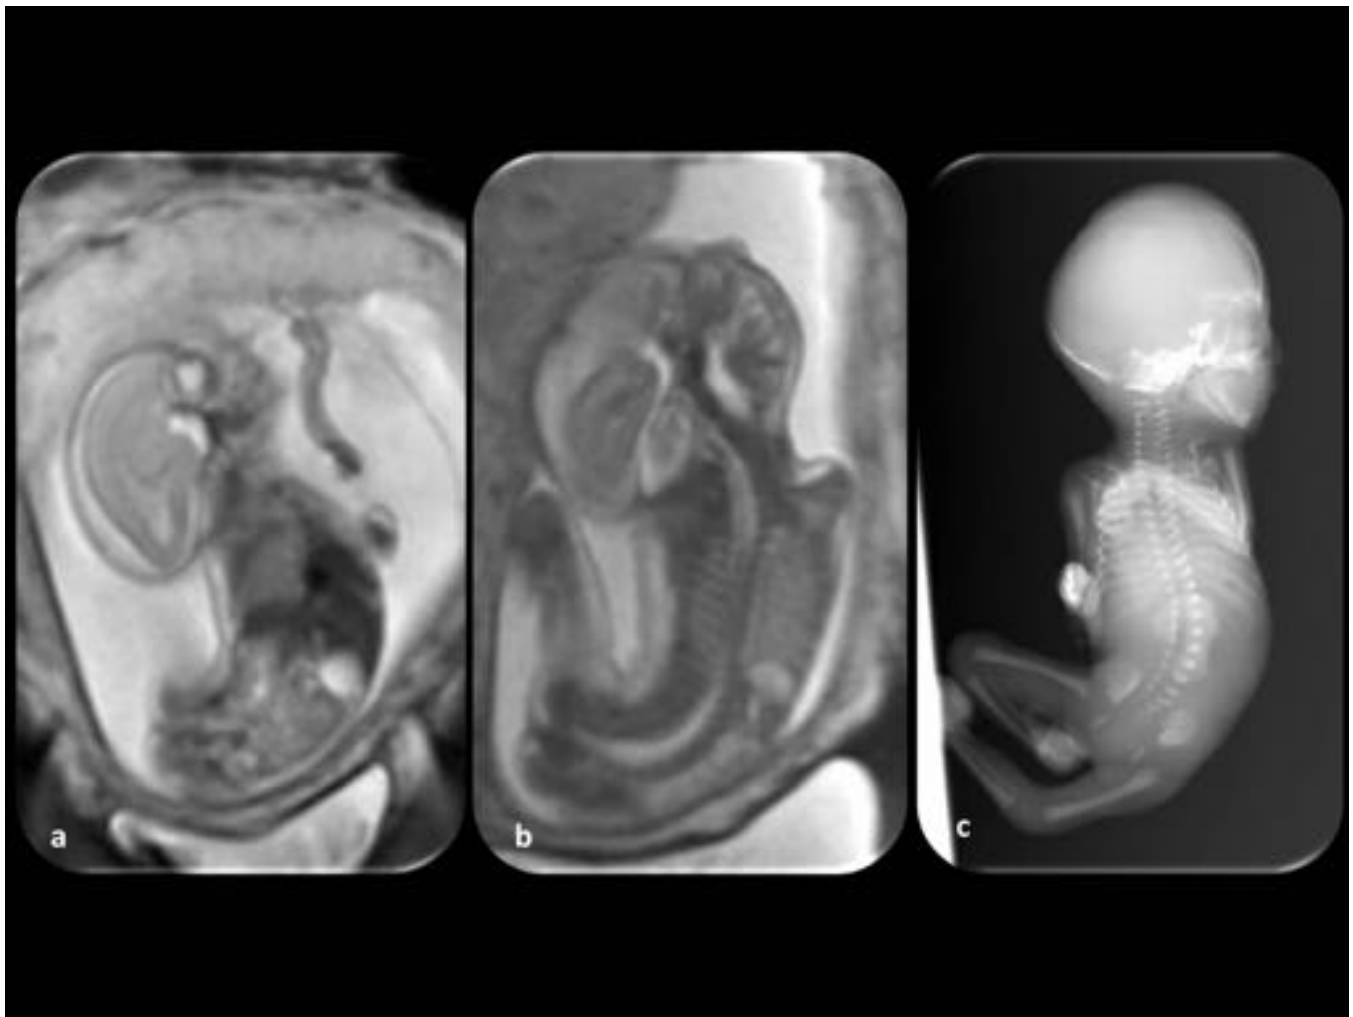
Síndrome de banda amniótica. Feto de 21 semanas de gestación. (a y b) Corte coronal fetal: obsérvese gran deformidad torácica y marcada escoliosis, así como la hipoplasia pulmonar. La cabeza se encuentra hiperextendida y las extremidades flexionadas. (c) La radiografía fetal muestra estas anomalías.
